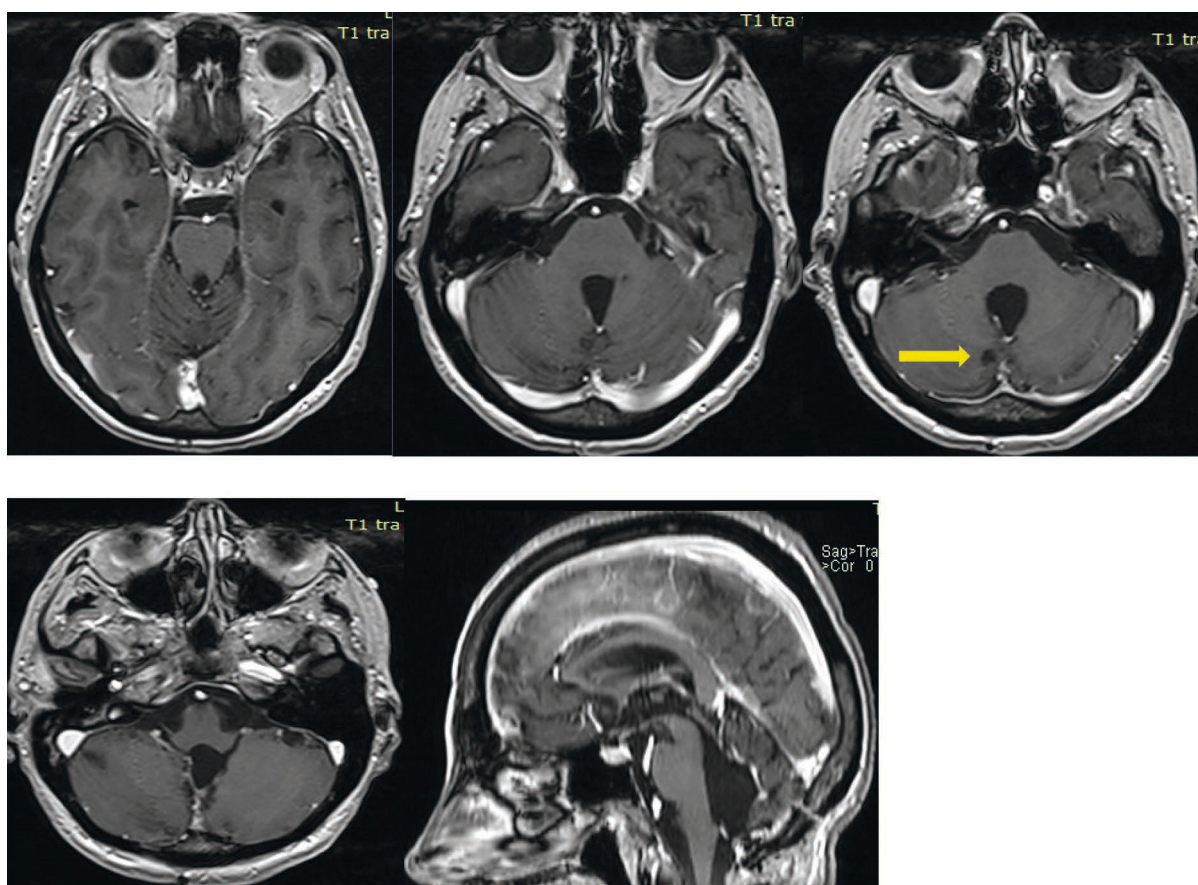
МРТ головного мозга через 4 месяца после операции (стрелкой указан остаток опухоли).
